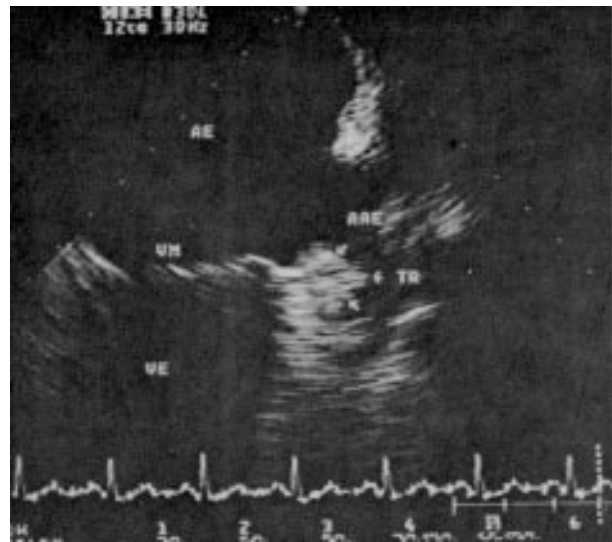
Ecocardiograma transesofágico em corte longitudinal, demonstrando trombo (TR) localizado no apêndice atrial esquerdo (AAE). AE = átrio esquerdo; VM = valva mitral; VE = ventrículo esquerdo.
